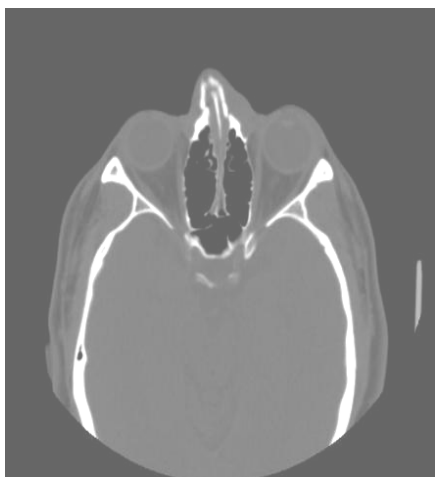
КТ носовых костей и околоносовых пазух. Перелом костей носа и лобного отростка верхней челюсти.
